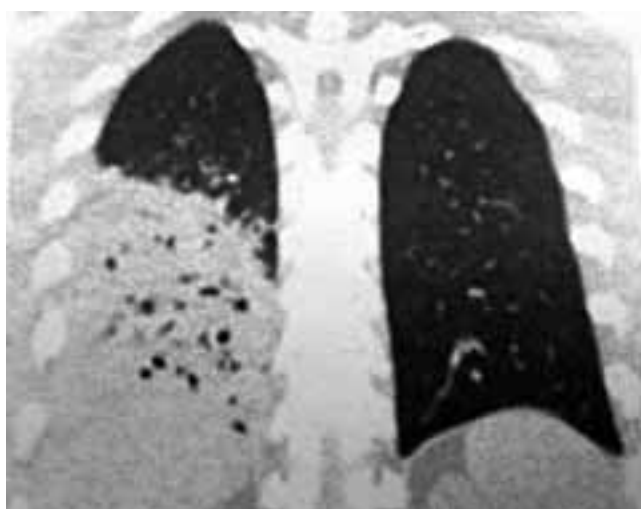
Альвеококк правого легкого: А (рентгенограмма) — инфильтрация нижней доли легкого; В (КТ) — в нижней доле правого легкого определяется инфильтрация легочной ткани с наличием множественных жидкостных включений
